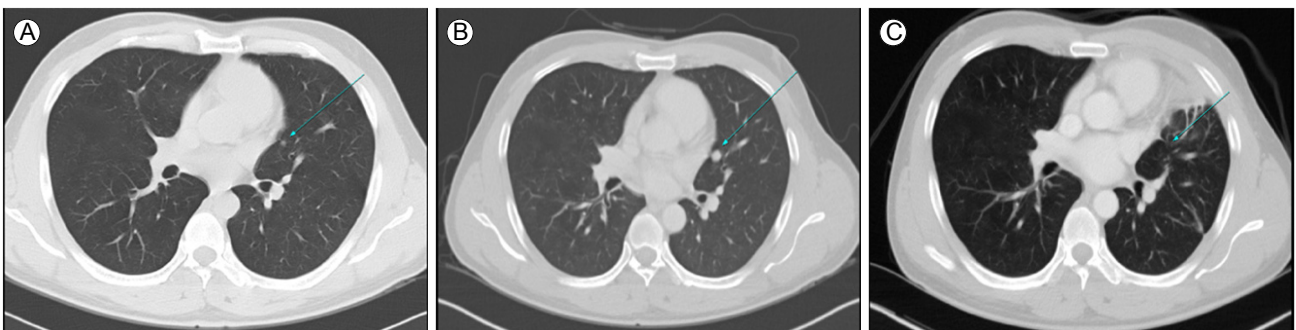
Chest computed tomography (CT) scans. (A) A small nodule was detected in the lingula segment of the left upper lobe. (B) The nodule had increased slightly in size (7-9 mm) when compared with that noted in the CT scan obtained 2 months previously. (C) Follow-up CT performed 1 month after lung biopsy by video-assisted thoracoscopic surgery showed that the nodule had disappeared.
